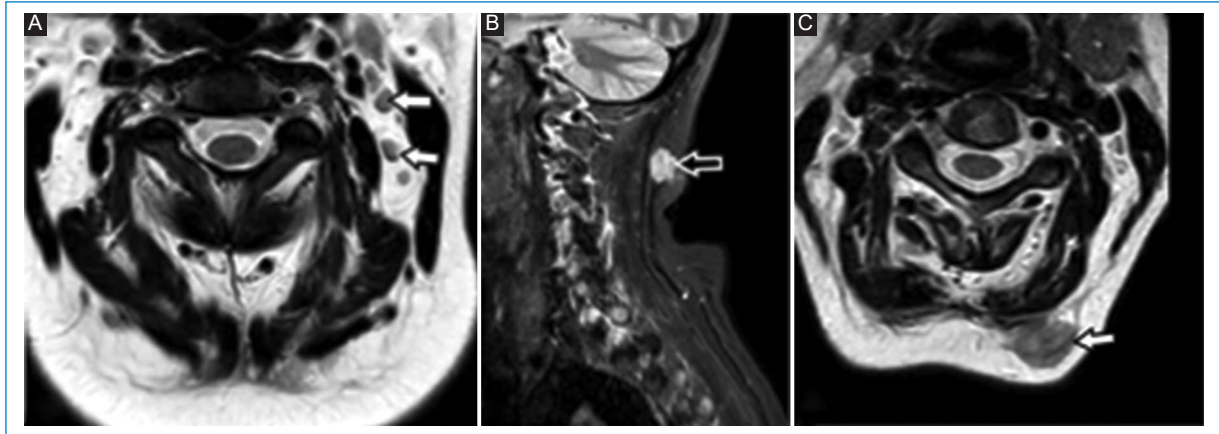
Adenopatías en cuello. RM de columna cervical. (A) Secuencia T2 plano axial, (B) secuencia STIR plano sagital y (C) secuencia T2 plano axial. Se aprecian adenopatías en cadenas yugulares (flechas en A) y retroespinales (flecha con relleno en B y C).
